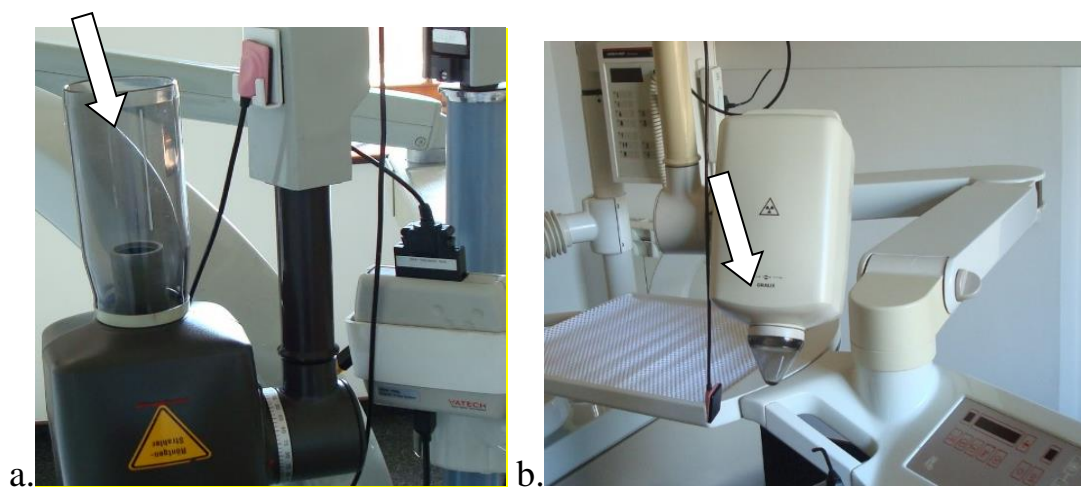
Апарати для рентгенологічного дослідження: а. довго- ; б. коротко-фокусний.
